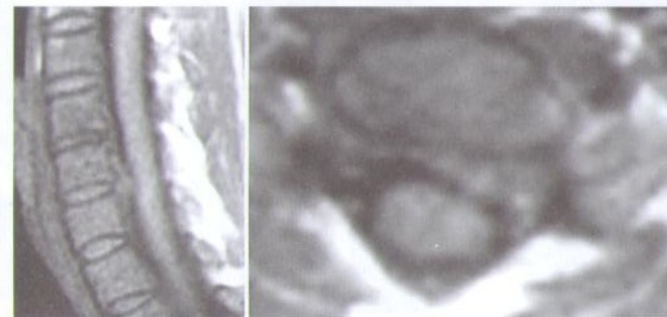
МРТ больного с клиникой цервикальной радикулопатии, связанной с латеральным сдавлением корешка и дурального мешка секвестрированной, свободно лежащей («мягкой») грыжей диска.
